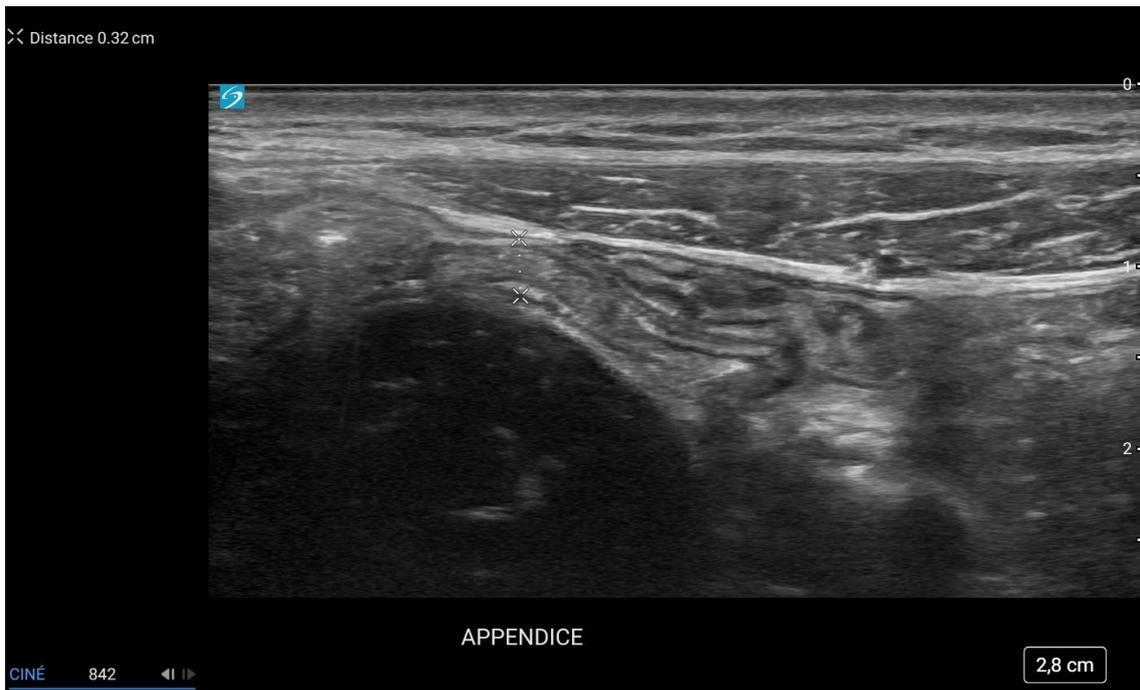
Image échographique d'un appendice normal :
